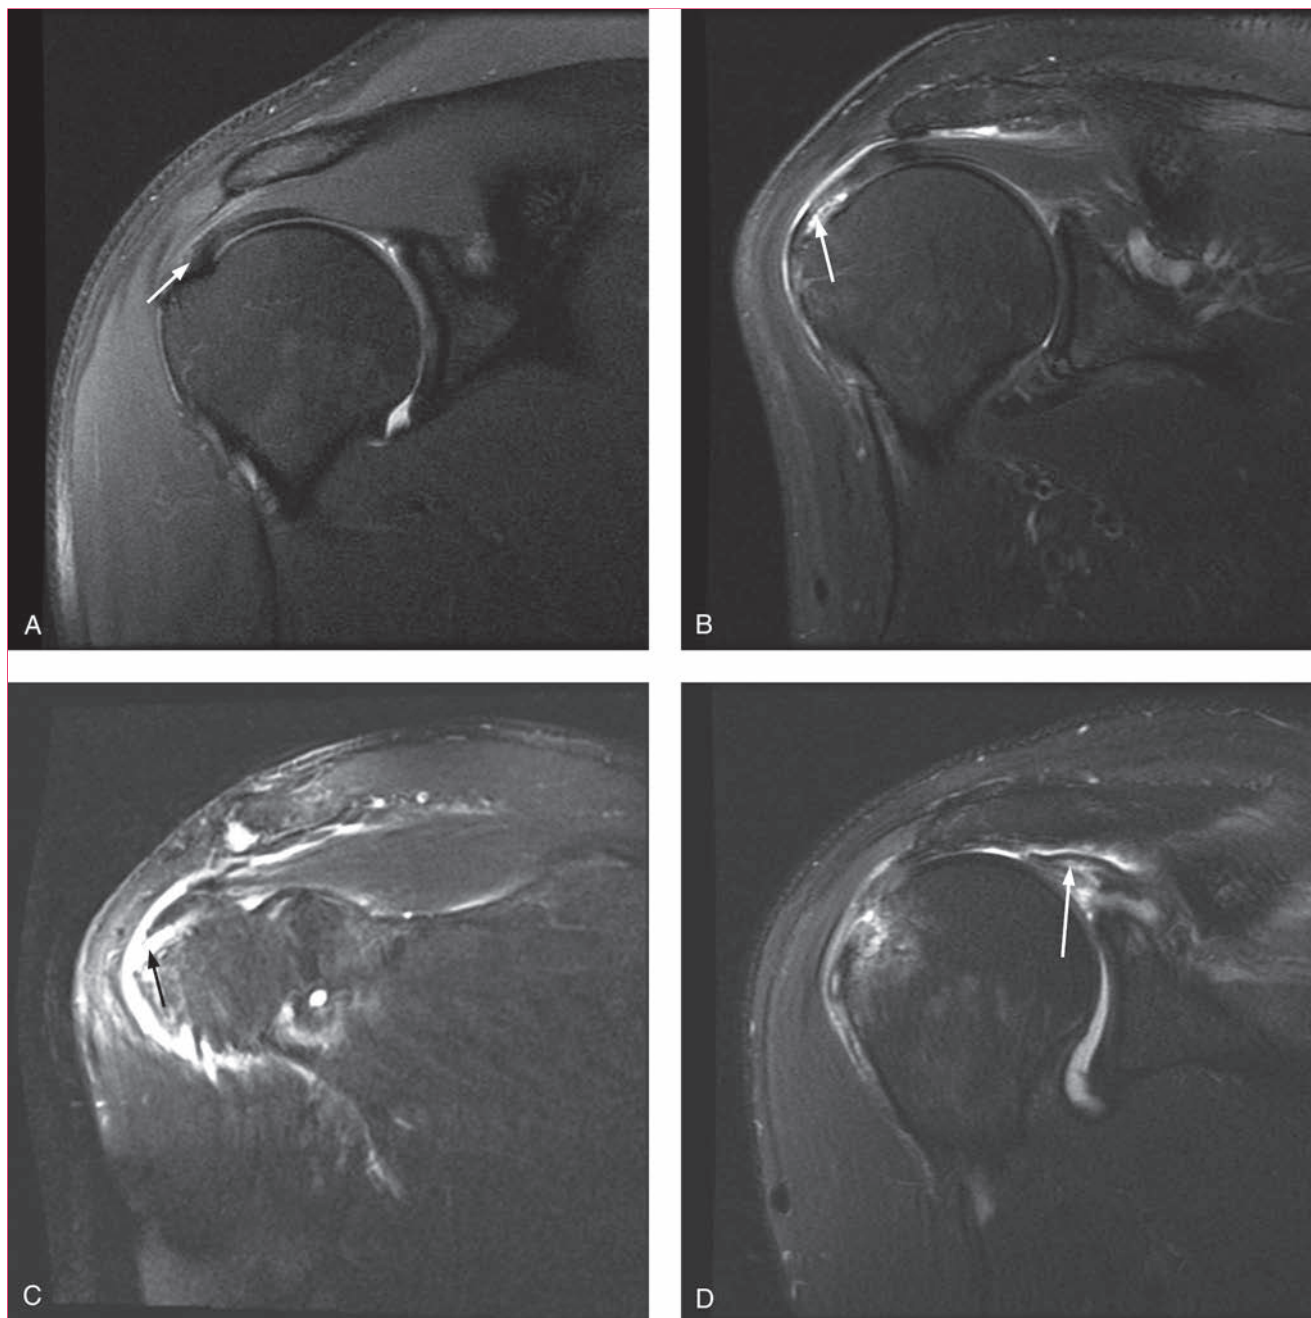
Imágenes de resonancia magnética ponderadas en T2 coronales del hombro. A, Inserción normal del manguito de los rotadores (flecha). B, Desgarro incompleto del manguito de los rotadores (flecha). C, Desgarro completo del manguito de los rotadores sin retracción (flecha). D, Desgarro masivo con retracción del manguito de los rotadores (flecha).
